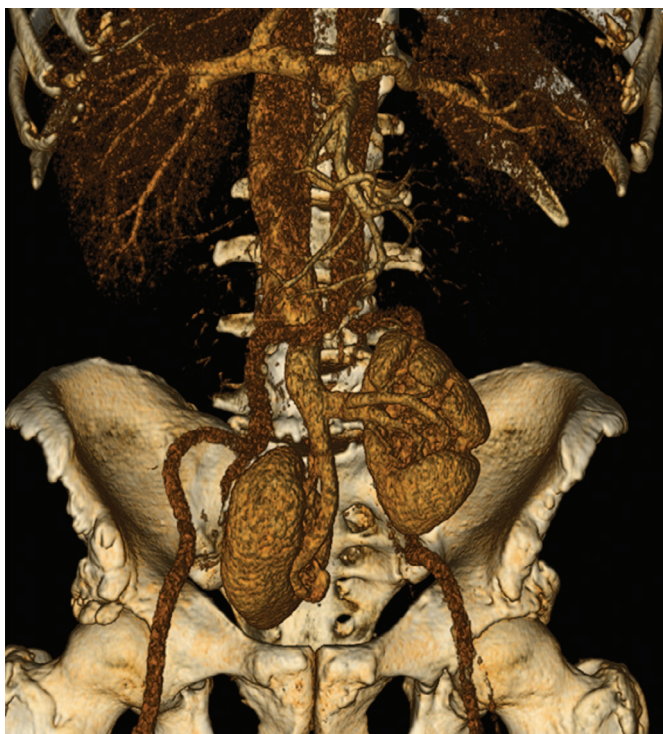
МСКТ мочевого пузыря. Почечные артерии отходят от бифуркации аорты, почечные вены впадают в общую левую подвздошную вену
